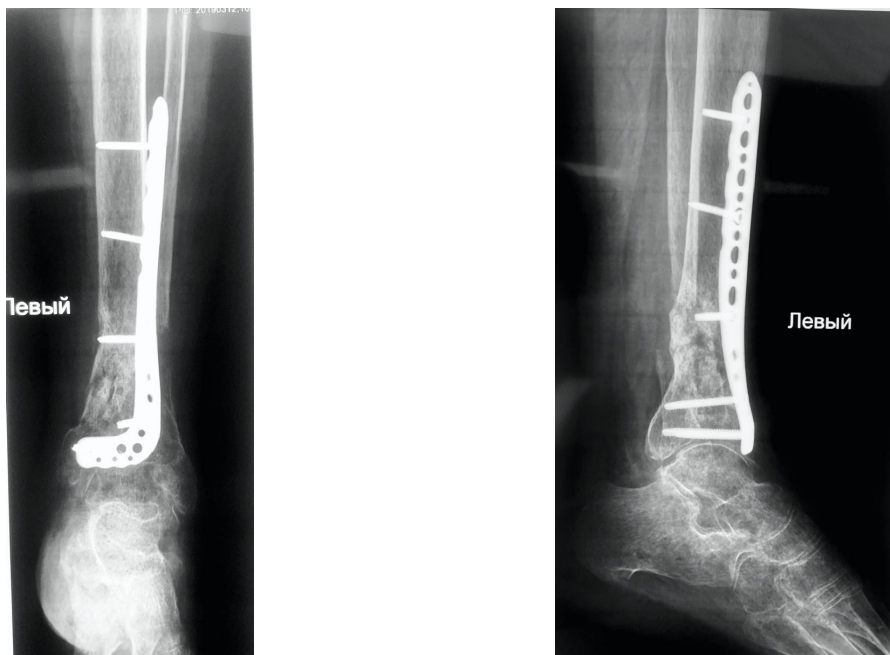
Фотовідбитки з рентгенограм хворої М., через 4,5 місяці після виконання коригуючих операцій.
